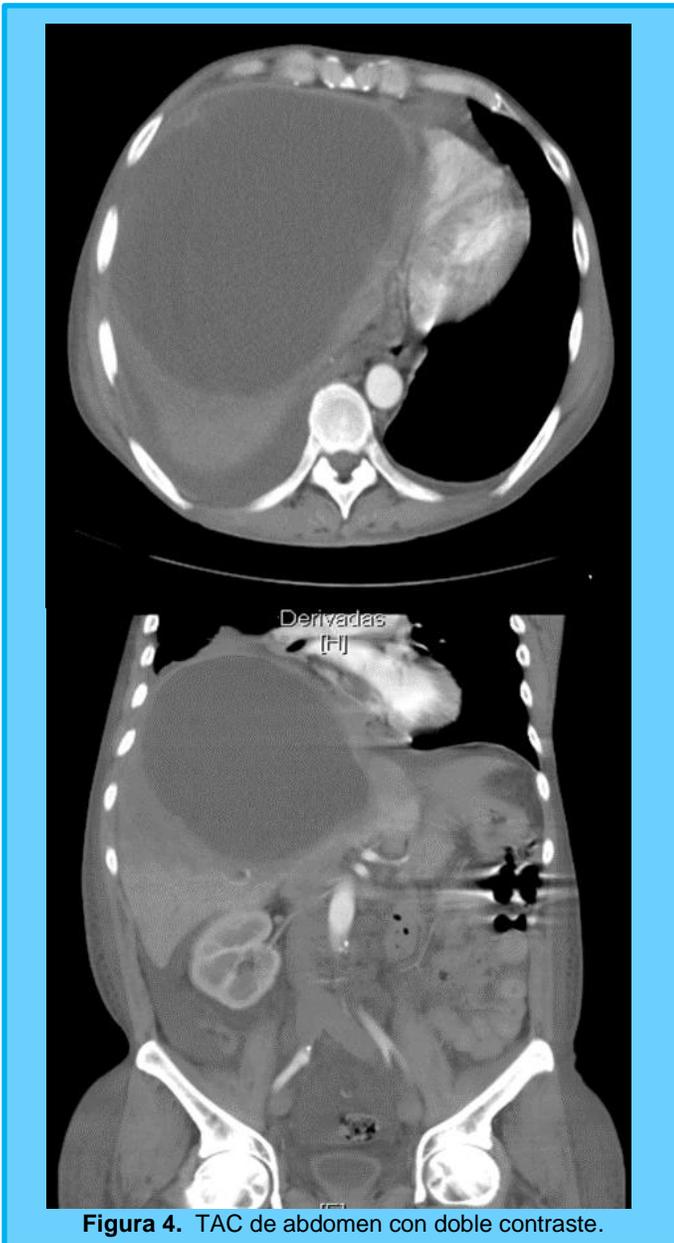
TAC de abdomen con doble contraste.
